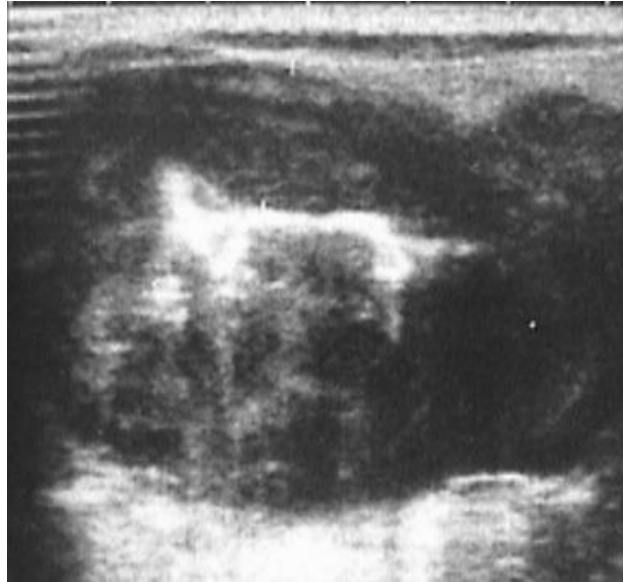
échographie abdominale montrant un épaississement digestif irrégulier, circonférentiel hypoéchogène avec perte de la stratification digestive et infiltration ganglionnaire mésentérique adjacente.
